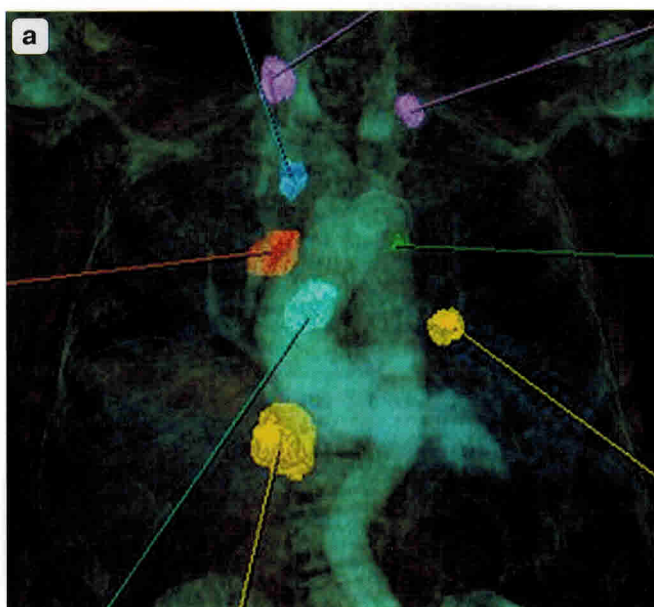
КТ, 3D-реконструированные изображения. Рак легкого. а – режим Onco Overview; б – режим Pulmo 3D. Цветные указатели соответствуют лимфатическим узлам различной локализации по отношению к крупным сосудистым структурам (а), трахее и бронхам (б).
